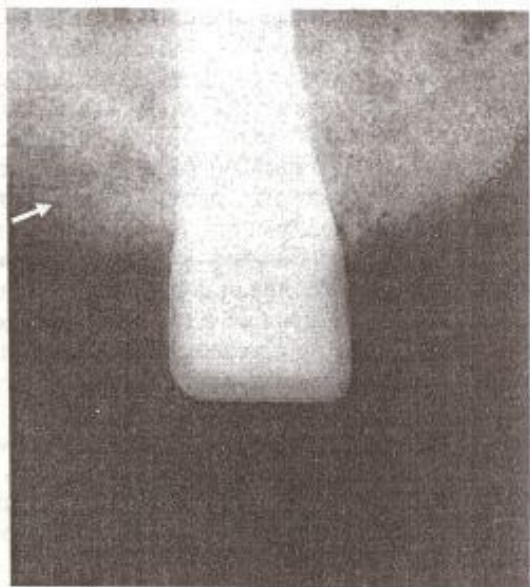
Прицельная рентгенограмма в области лунки 26-го зуба больной Л. через 4 месяца после лечения
